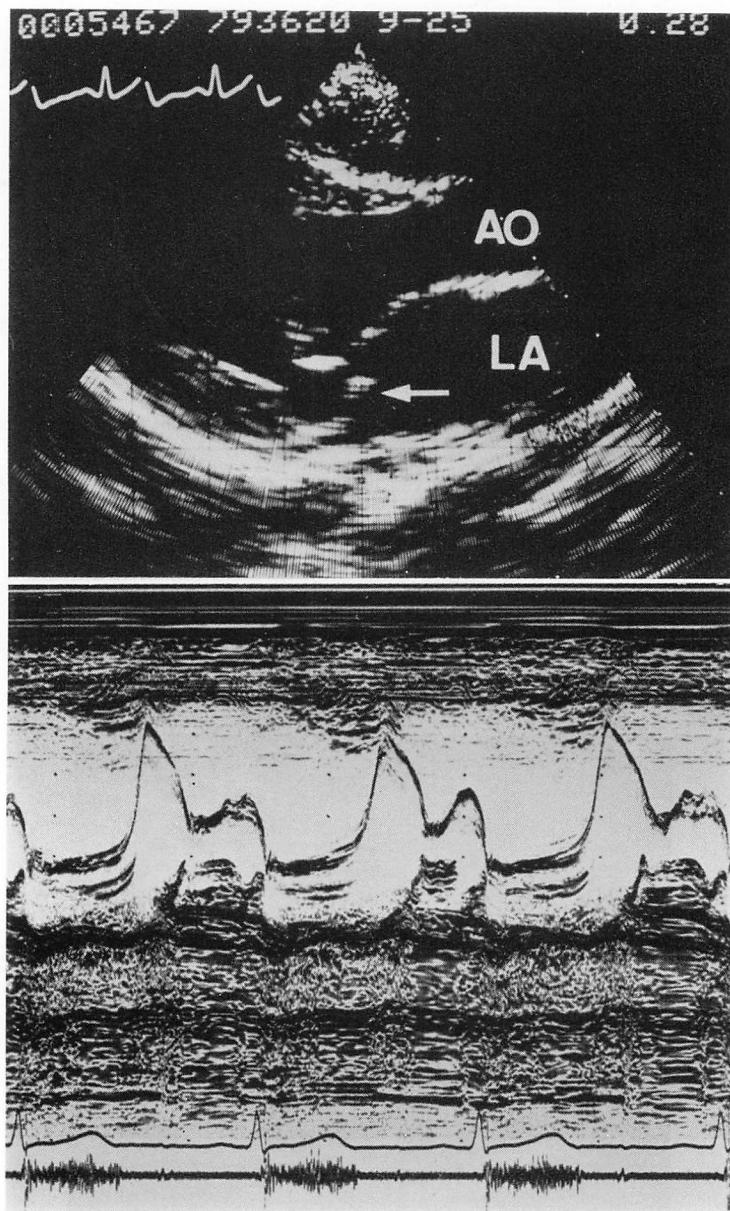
Real-time two-dimensional and M-mode echocardiograms of a patient with mitral valve prolapse.
